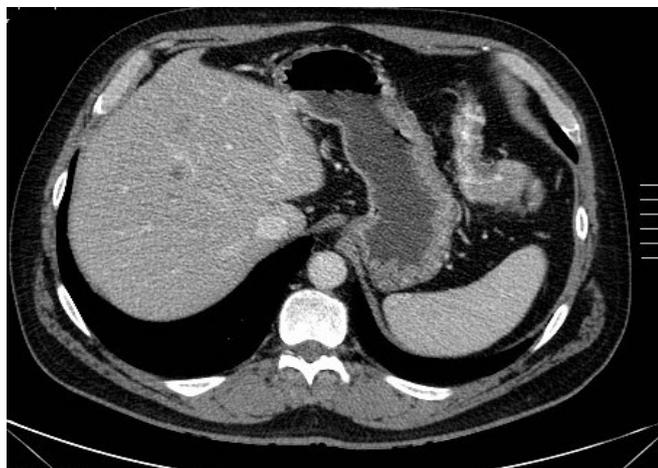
TAC de extensión. LOEs hepáticas.
